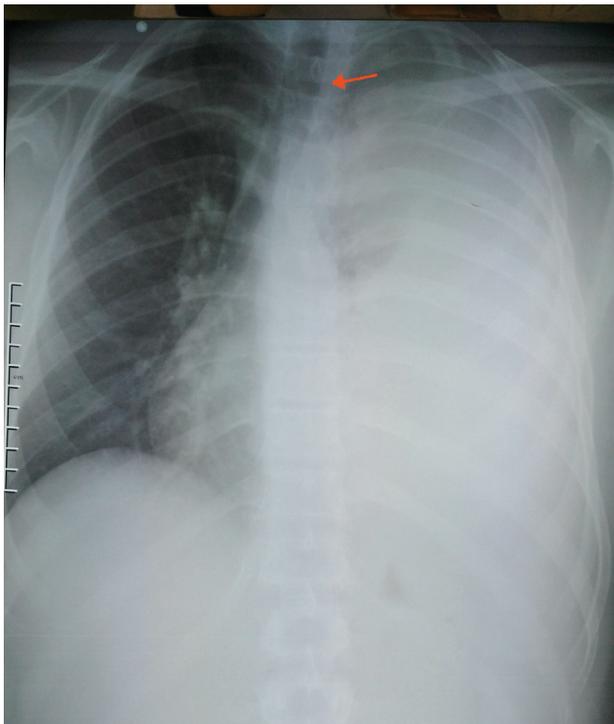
Radiographie thoracique de face montrant un aspect d'un poumon blanc gauche, avec refoulement de la trachée vers la droite (flèche rouge).
